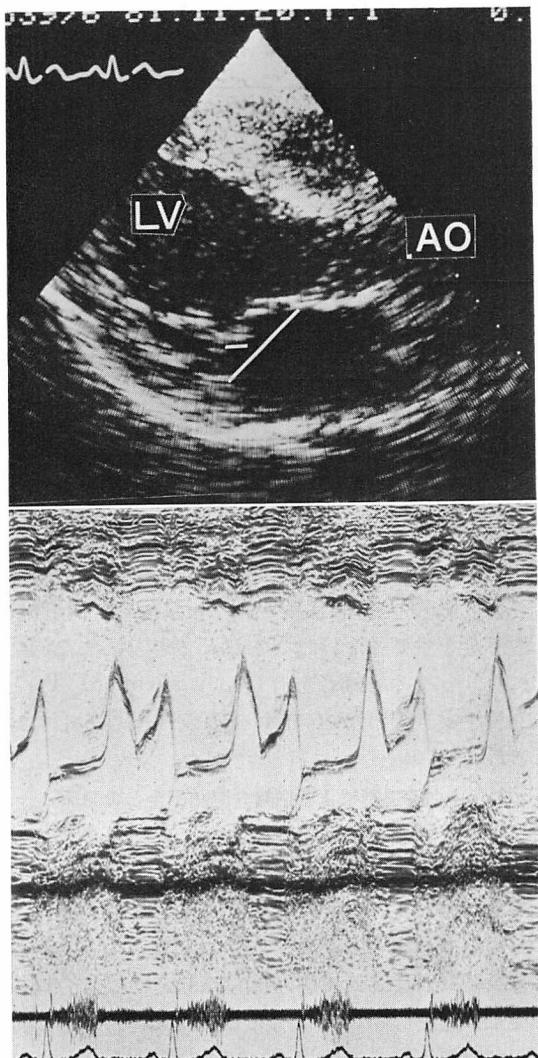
Real-time two-dimensional and M-mode echocardiograms of a patient with anterior mitral valve prolapse in whom the mitral valve does not cross the mitral ring.
